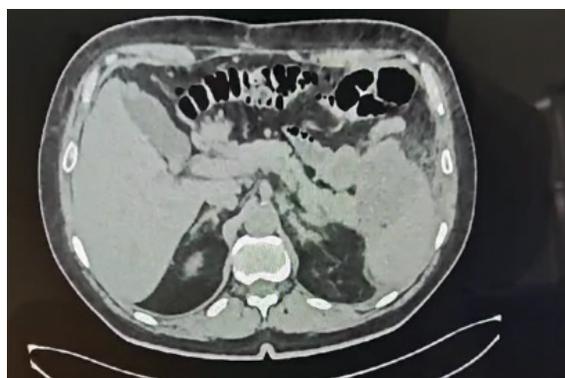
TC abdomen con imagen sugestiva de absceso esplénico.
